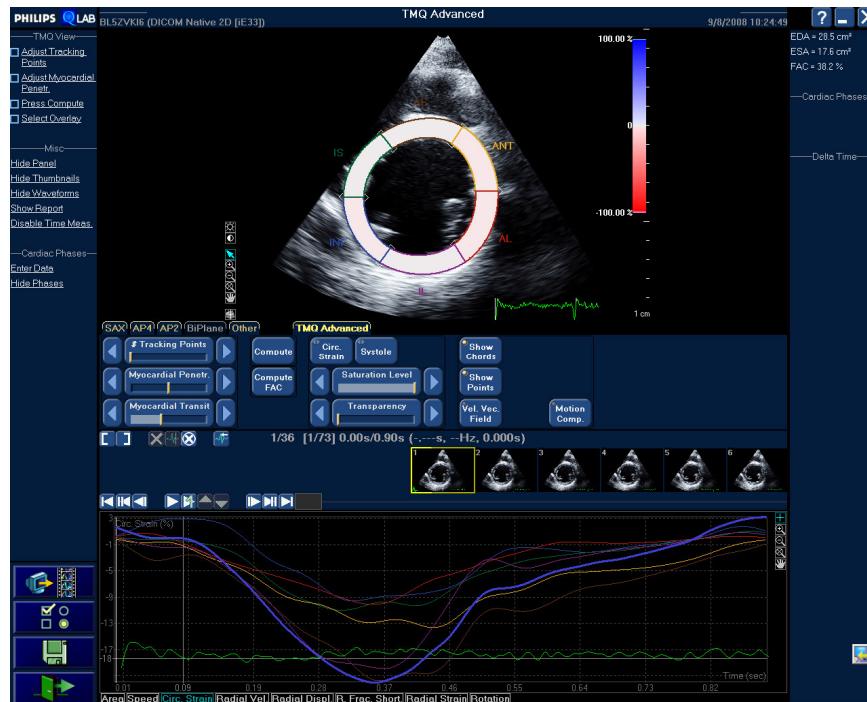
Zirkuläre Strain-Kurve im parasternalen Kurzachsenschnitt.
